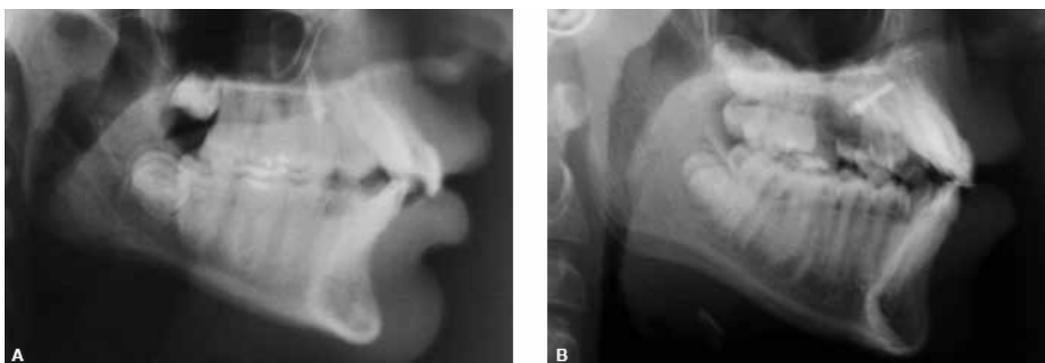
A) - Telerradiografia mostrando inserção vertical do mini-implantes ortodônticos em área com pouca espessura óssea causando a perfuração do soalho da fossa nasal. B) Telerradiografia – a seta mostrando inserção correta do miniimplantes ortodônticos. Fonte: Henriques e Grec¹⁴.
